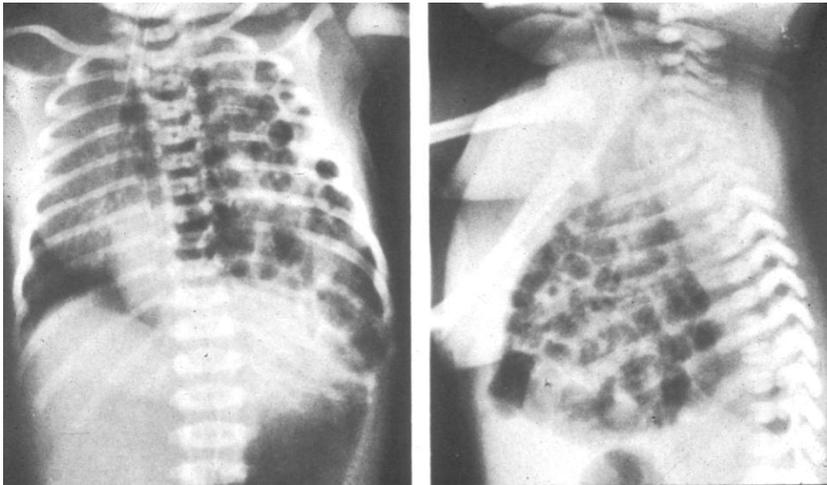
¹⁶ Hernie diaphragmatique (Radiographie thoracique)
